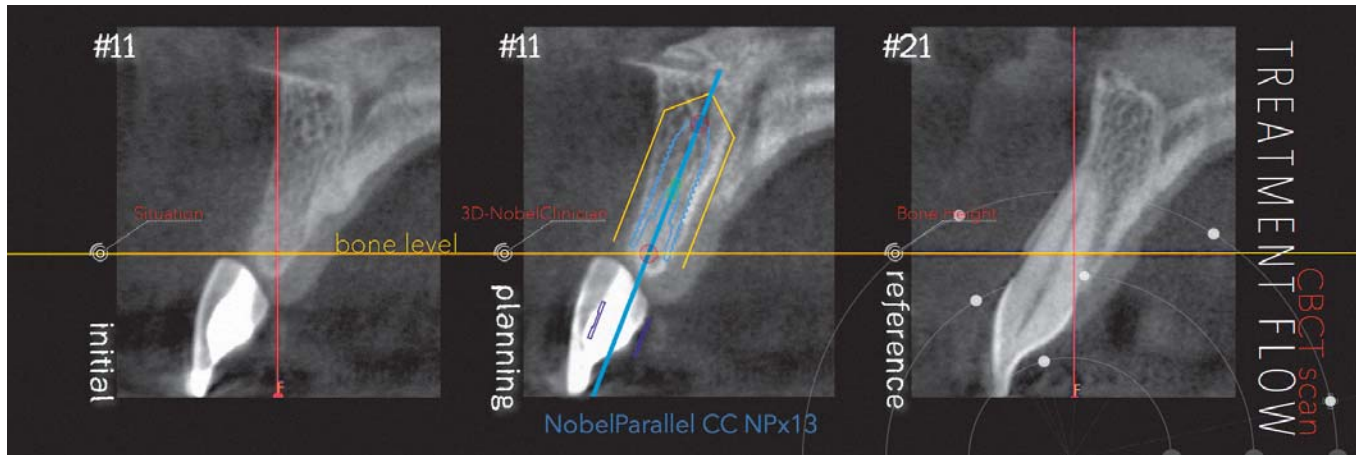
CBCTとデジタルインプラントプランニングソフトウェアで現存の骨の状態の評価と埋入位置を確認する。黄色線が隣在歯の骨レベルを示す。
